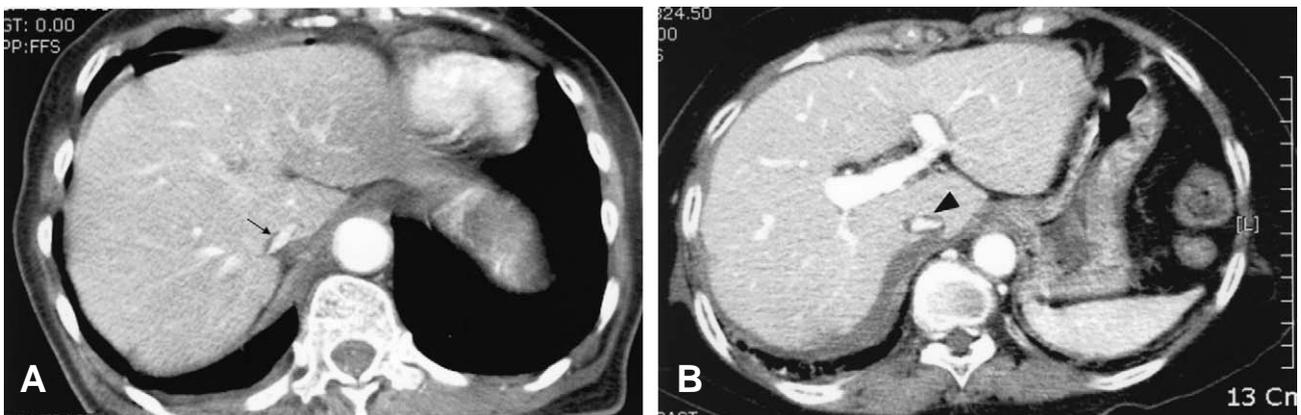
Examples of the “halo sign” (A) This CT image of 73-year-old female with a fall-down injury shows halo sign (arrow) which is a rim of edema surrounding a collapsed intra-hepatic IVC. (B) This is CT image of the upper abdomen in a 60-year-old female involved in a motor vehicle accident. This shows the halo sign (arrow head) with a flat IVC and a mild hemoperitoneum.
